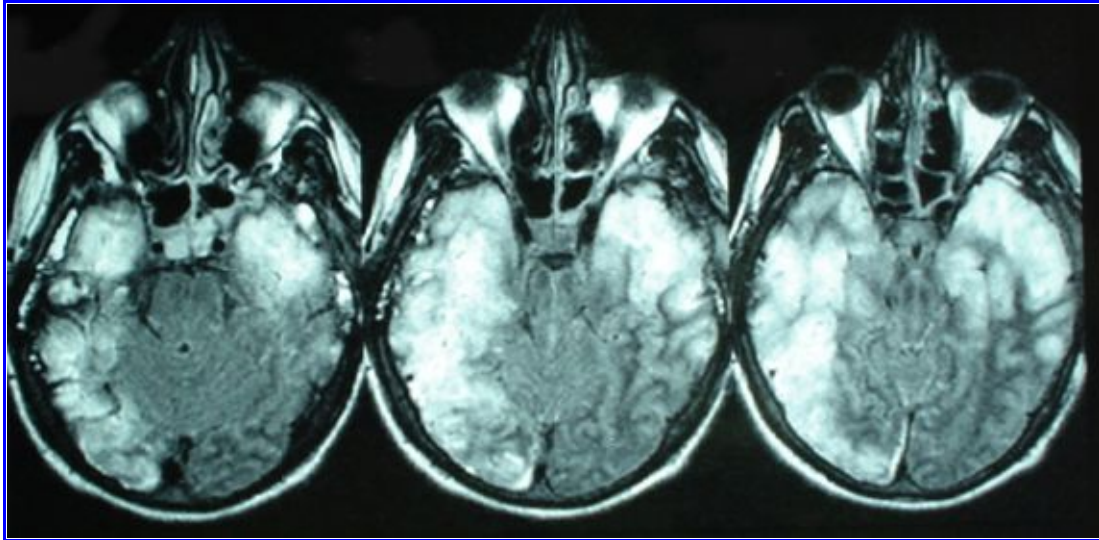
Resonancia magnética por imágenes. Paciente con grave traumatismo de cráneo que en el periodo de convalecencia presenta nuevo deterioro de conciencia. La RMI muestra imágenes de compromiso en lóbulo temporal izquierdo y en los lóbulos temporal y parietal derecho. La PCR de LCR fue positiva para herpes simplex 1.
